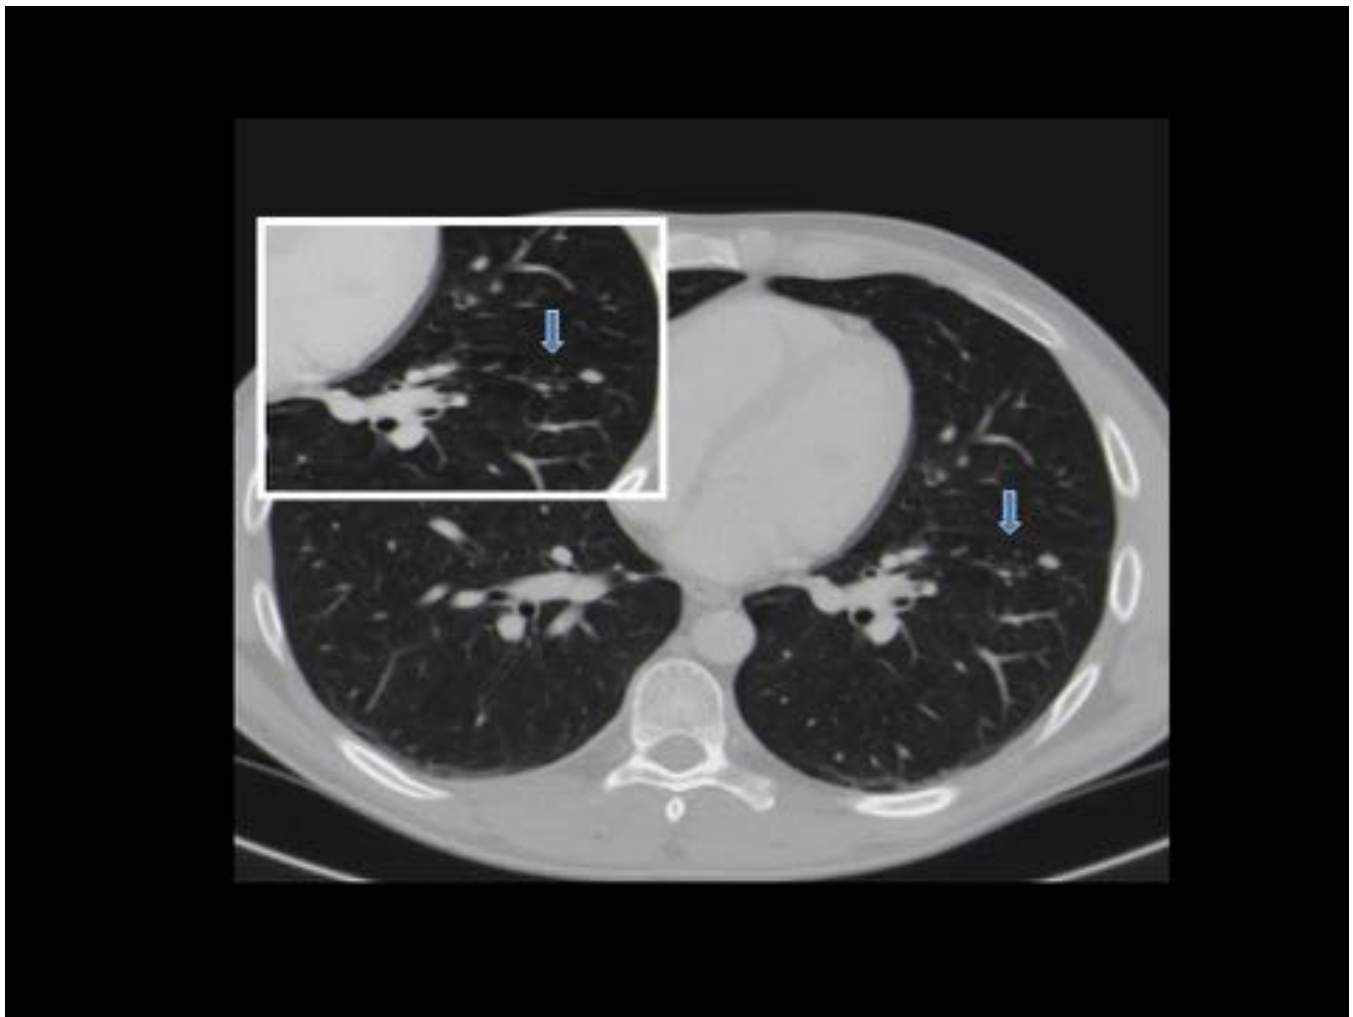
Paciente de 49 años con hepatocarcinoma y clínica de disnea de aparición progresiva. Corte axial de TC de tórax. En lóbulo inferior derecho se observan pequeños nódulos alrededor de los vasos que se originan a partir de un solo tallo ("árbol en brote").
